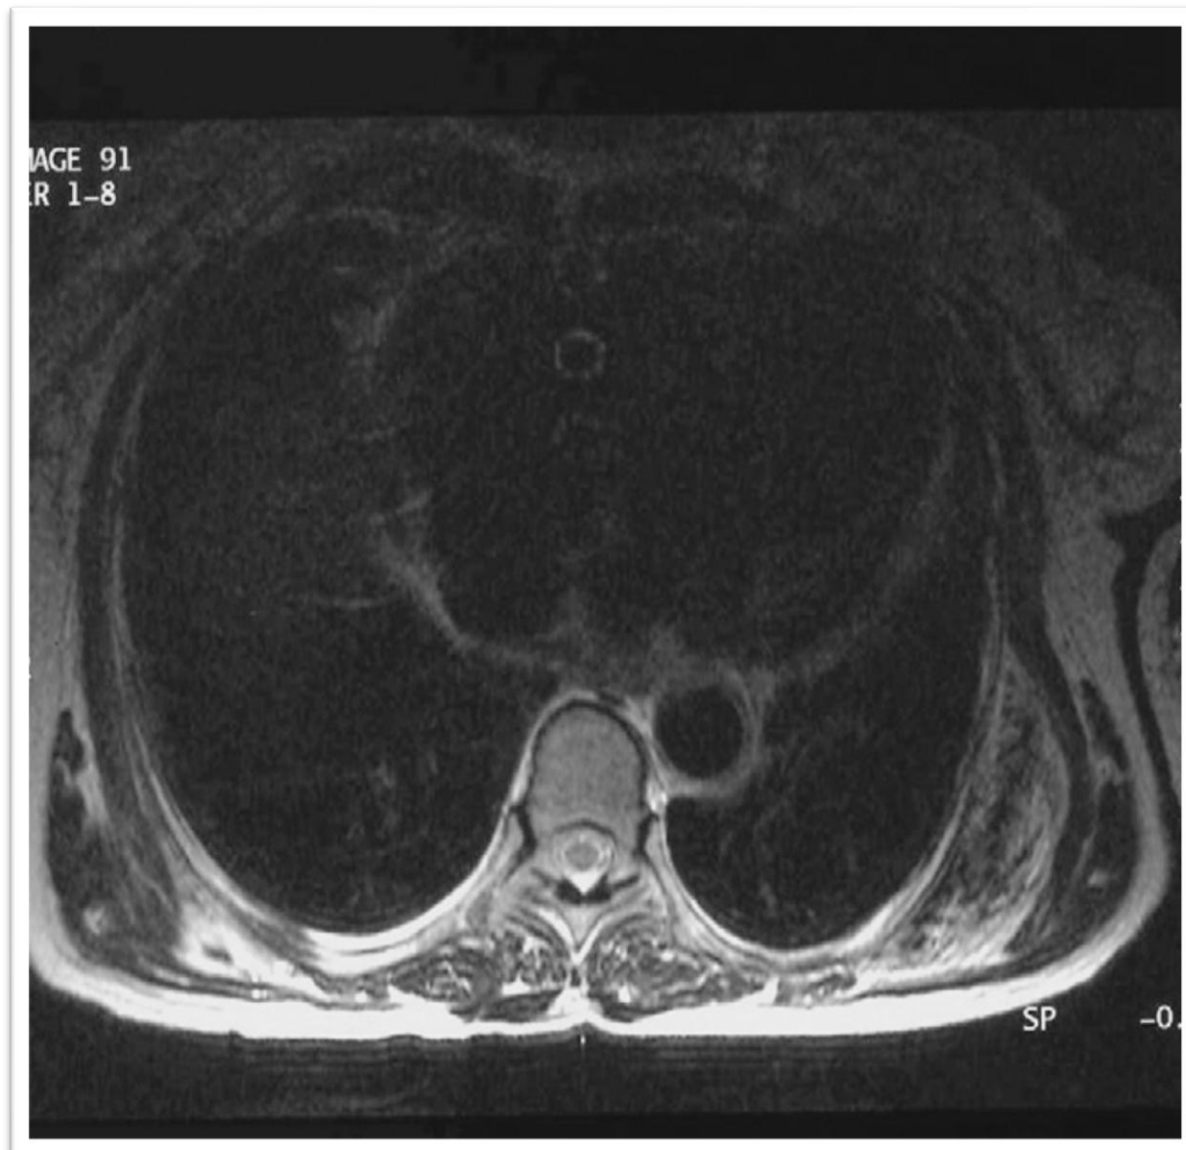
Coupe transversale en IRM, T2 :
